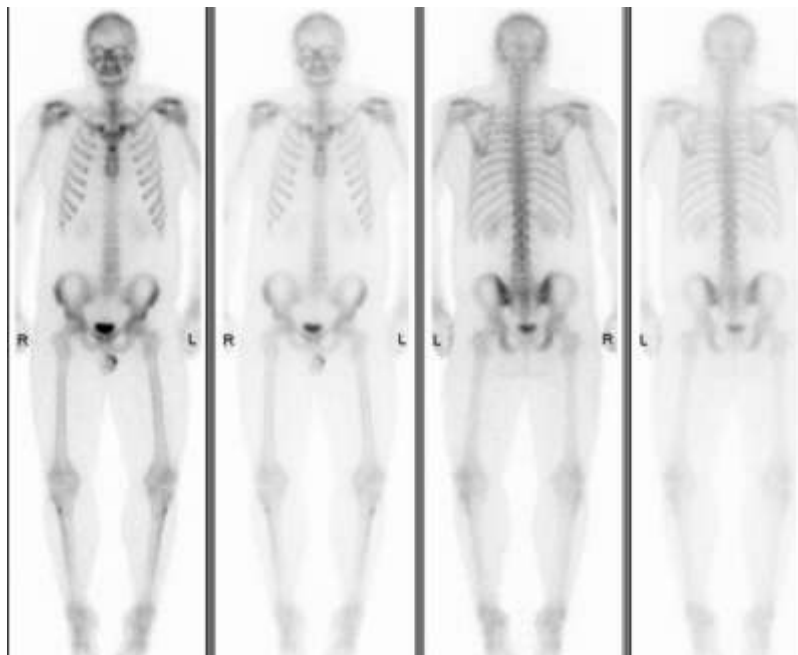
Description de l'image de scintigraphie. [27]
